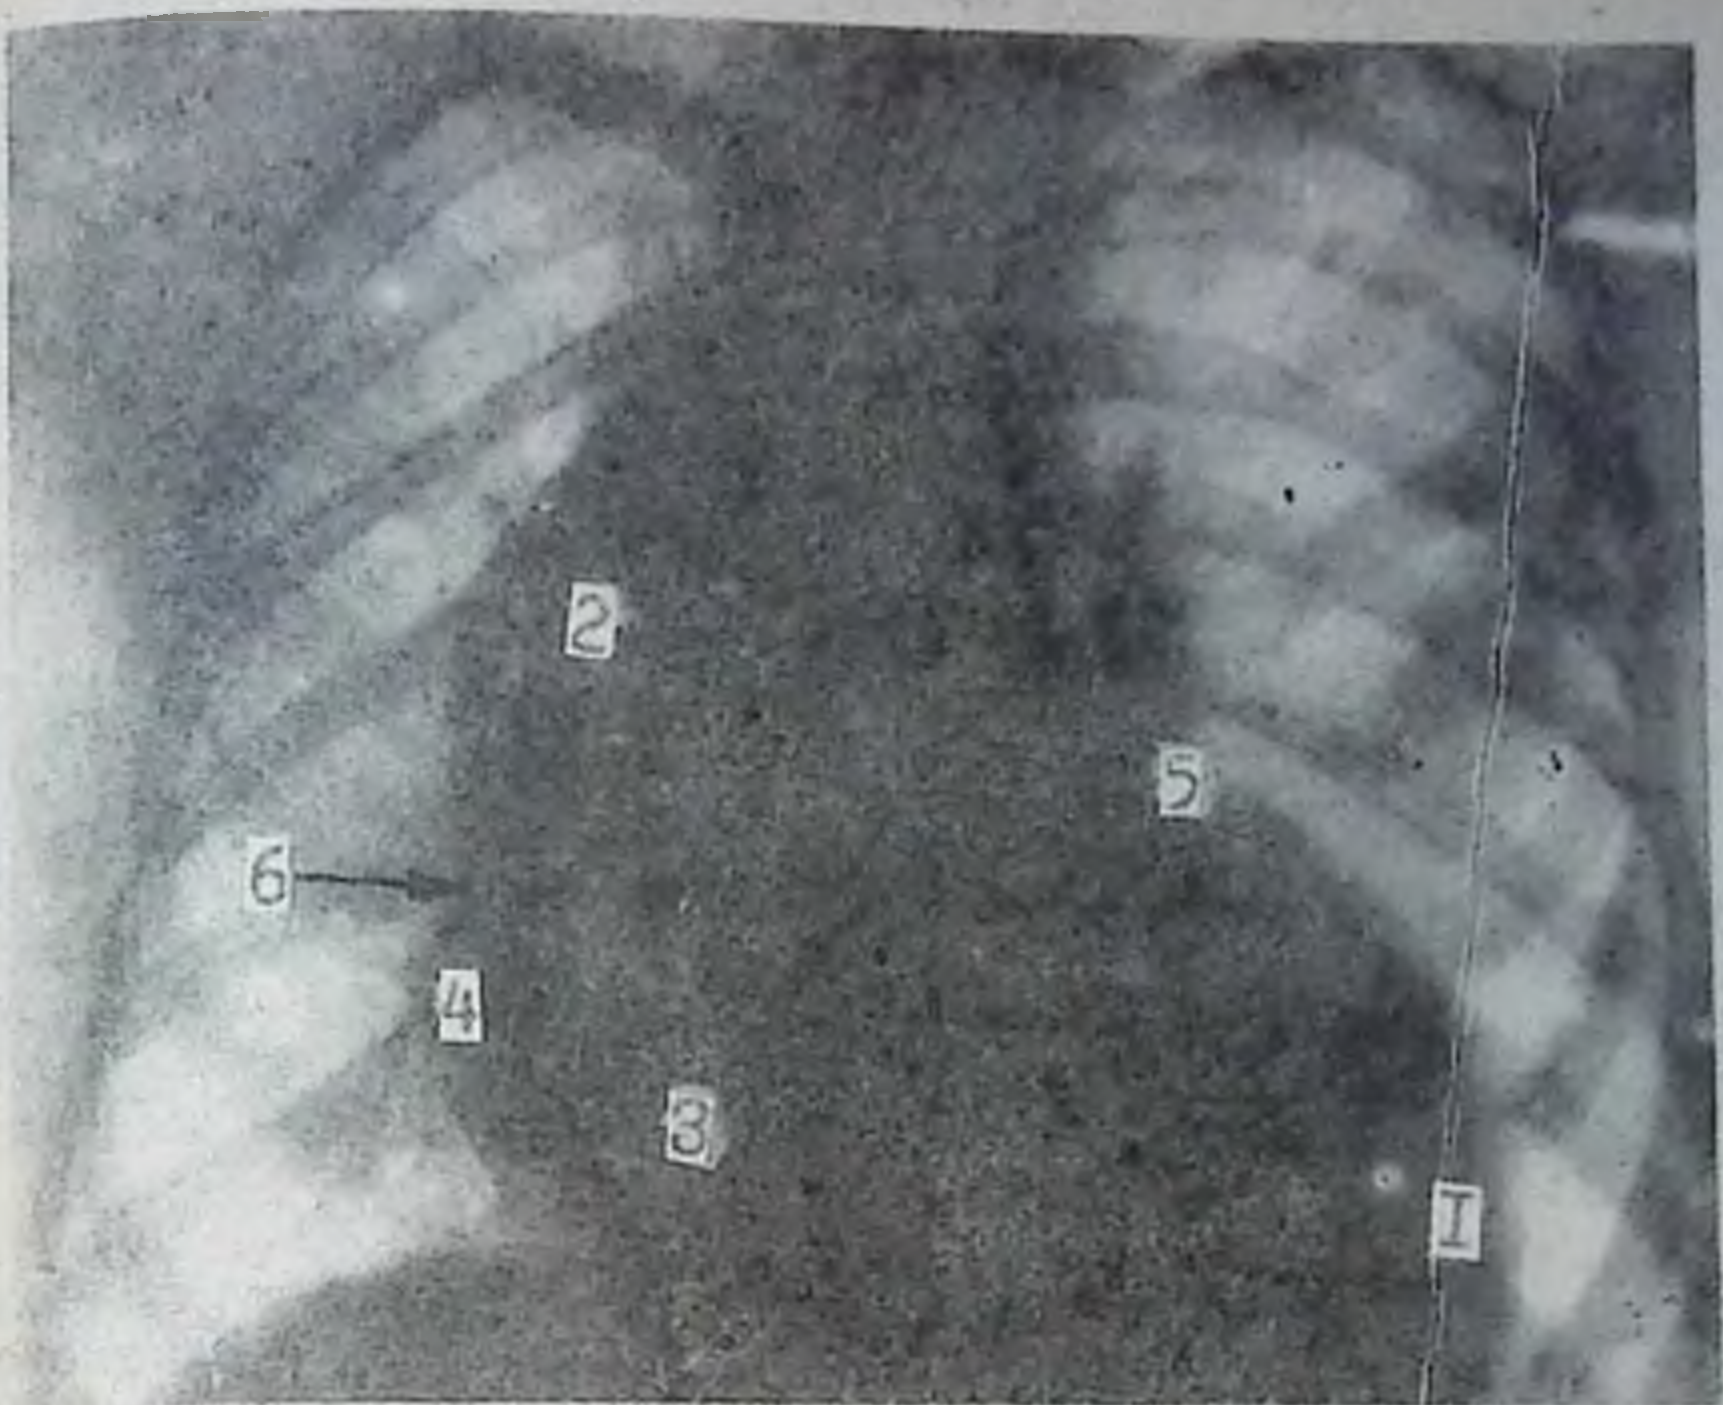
Рентгенограмма сердца в прямой проекции.
